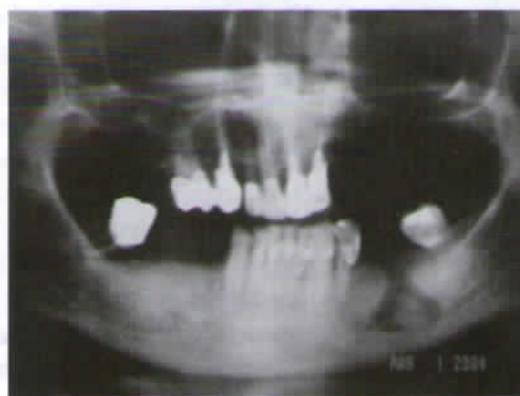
Radiografia panorâmica mostrando imagem radiolúcida em mandíbula, com radiopacidade em seu interior (raiz dentária).
